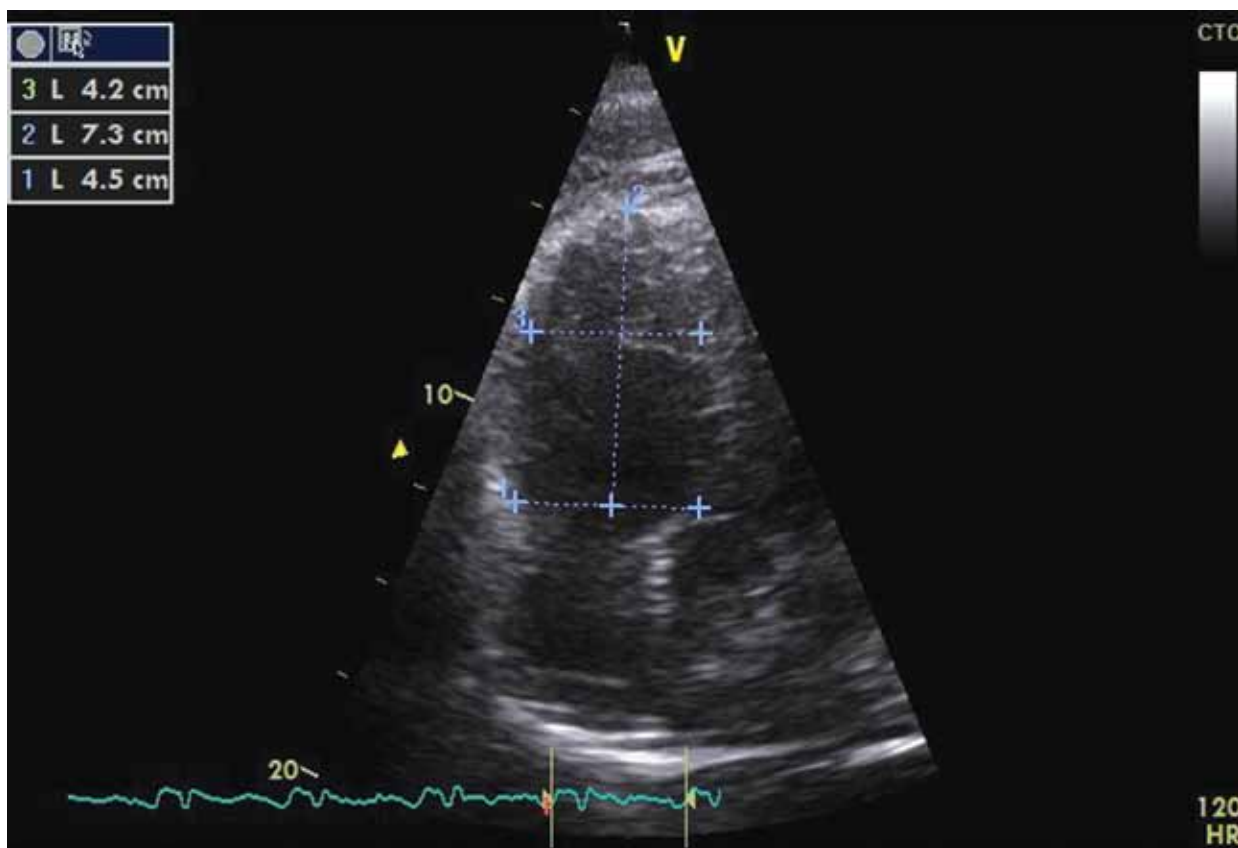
Ecocardiograma Doppler color donde se evidenció dilatación moderada del ventrículo derecho, con hipoquinesia lateral.
